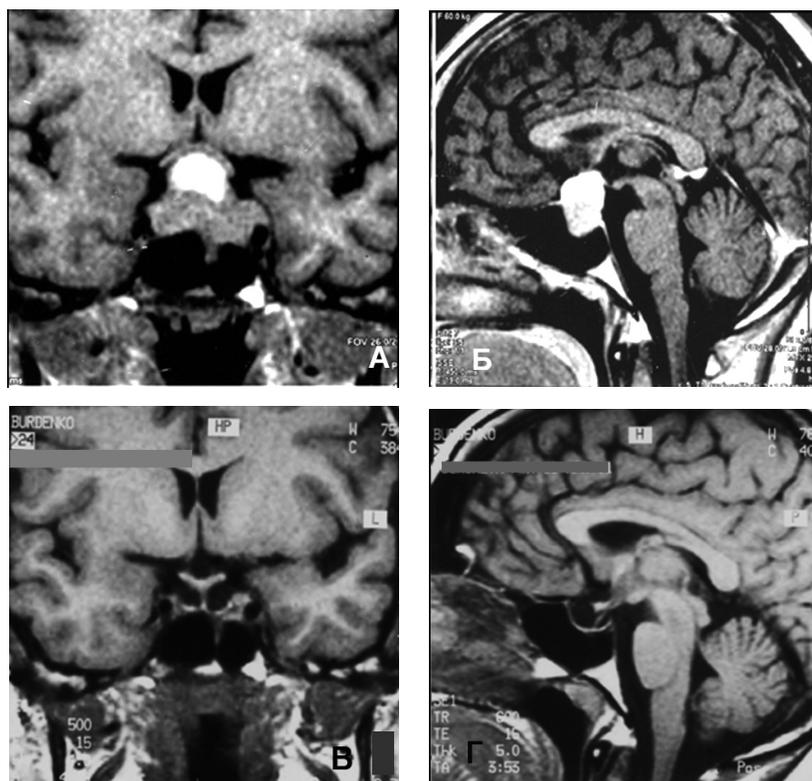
Эндоскопическое эндоназальное удаление средних размеров эндосупраселлярной аденомы гипофиза с кровоизлиянием: а, б – МРТ до операции, в, г – МРТ через 8 месяцев после операции.
